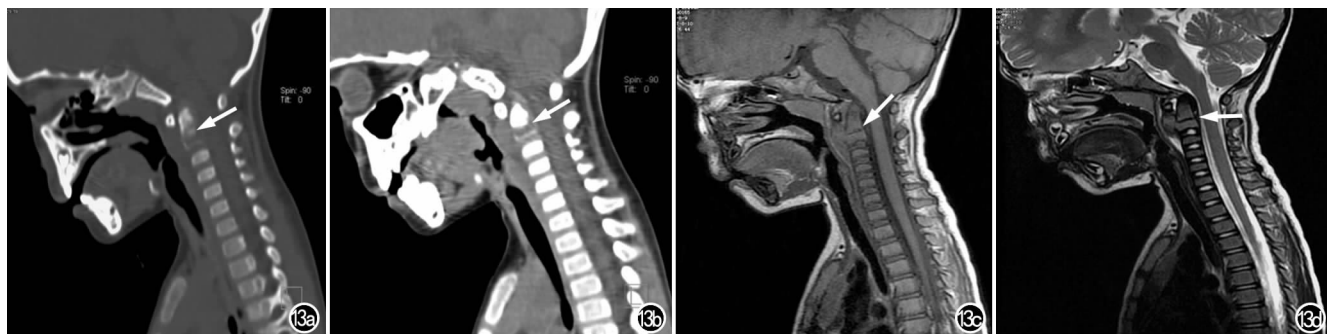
LCH 颈椎病变进展期。a) 颈椎 CT 骨窗；b) 软组织窗 MPR 图；c) 颈椎 MRI 矢状面 T_1 WI；d) T_2 WI，均可见第 2 颈椎骨质破坏，周围软组织肿胀，境界不清(箭)。
